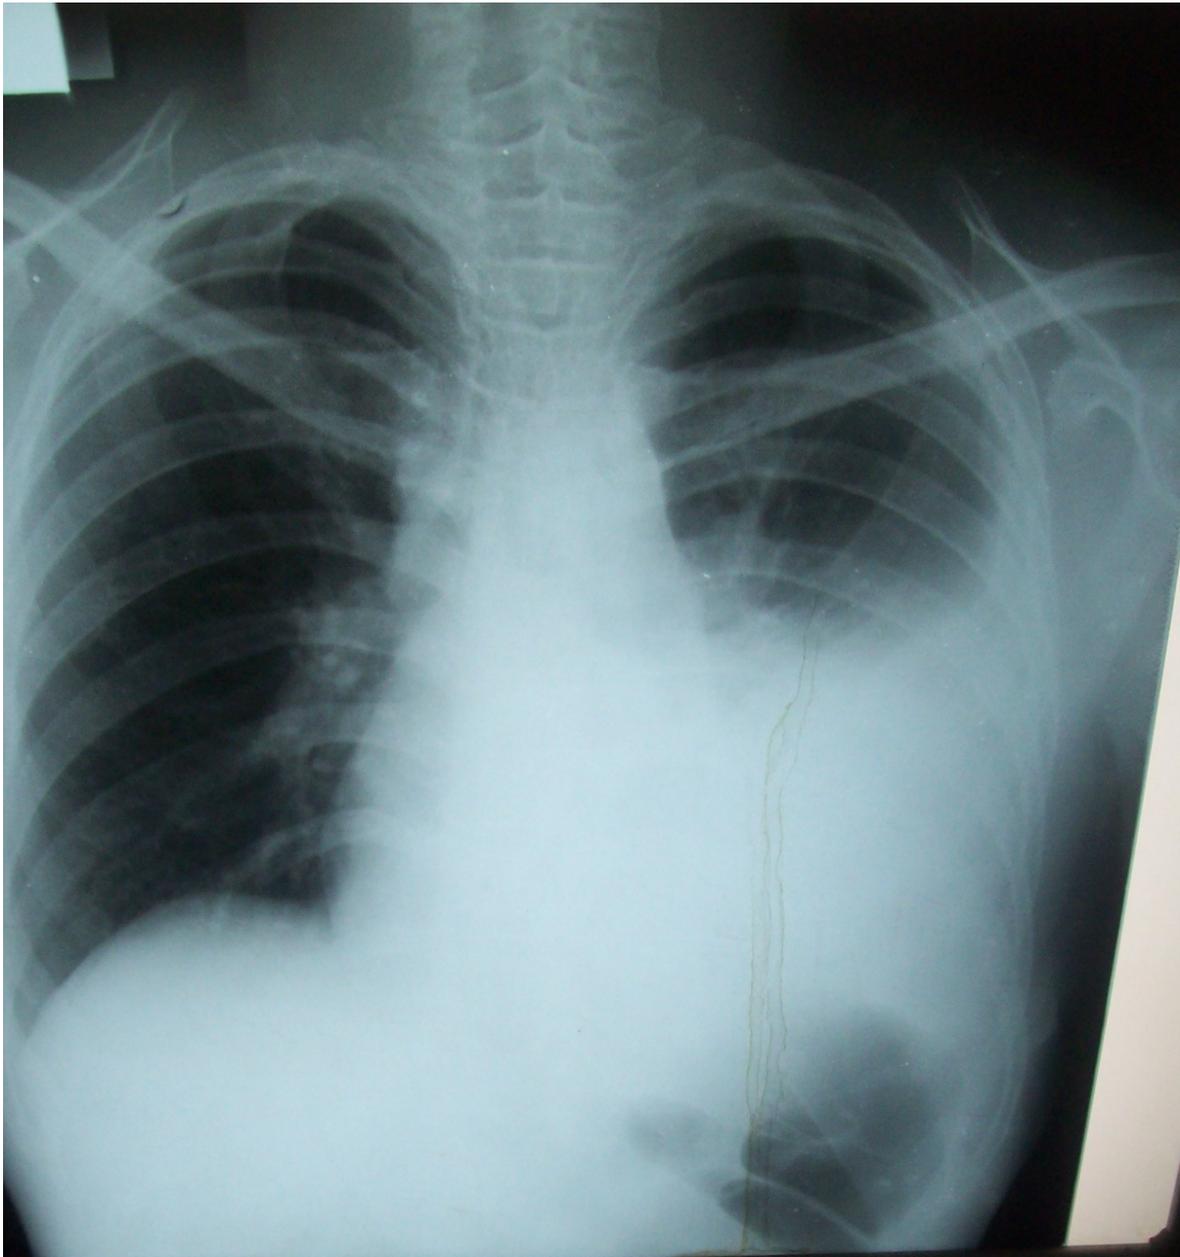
Radiographie thoracique de face montrant une pleurésie de la grande cavité pleurale gauche, source : service de pneumo-phtisiologie.
